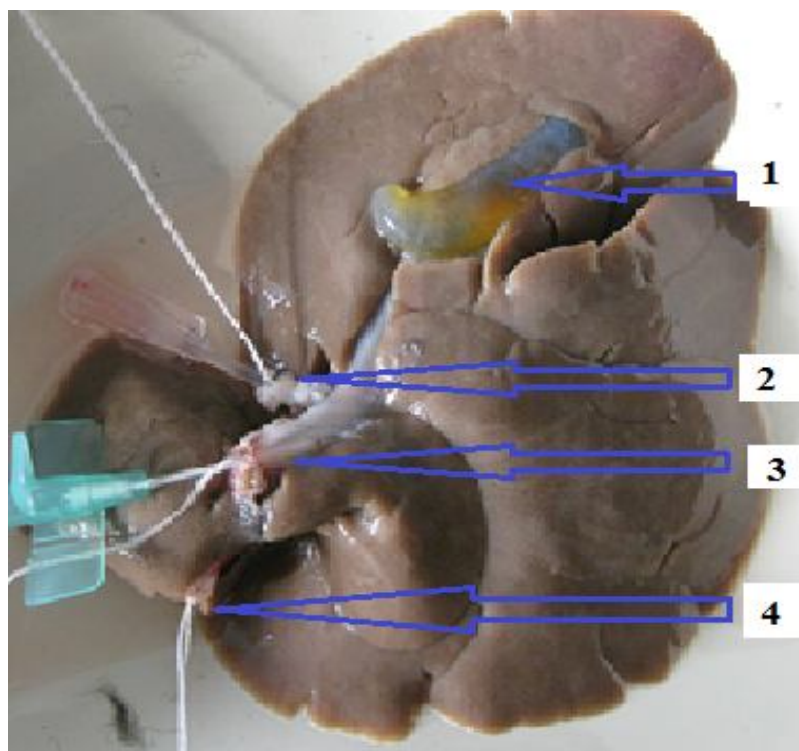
Эксплантат печени после 8 часовой консервации (комбинированный способ) (1 – Желчный пузырь, 2 – Канюля в подпеченочном отделе нижней полой вены для оттока перфузата, 3 – Воротная вена с канюлей для отмывания органа и реперфузии, 4 – лигированный надпеченочный отдел нижней полой вены)
